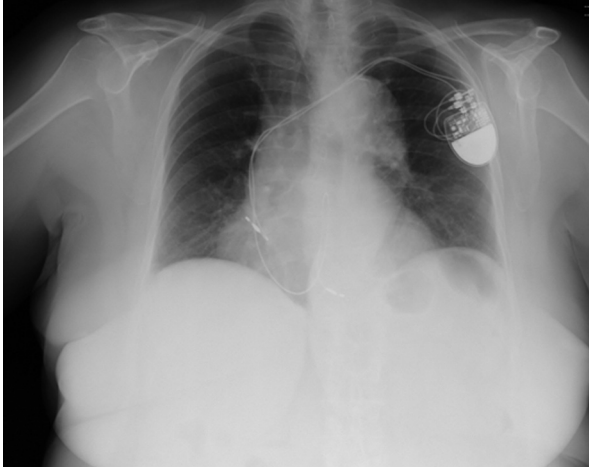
Radiografías de tórax antero-posterior prequirúrgica. Se observa correcta colocación de electrodos de marcapasos. Fuente: autor
